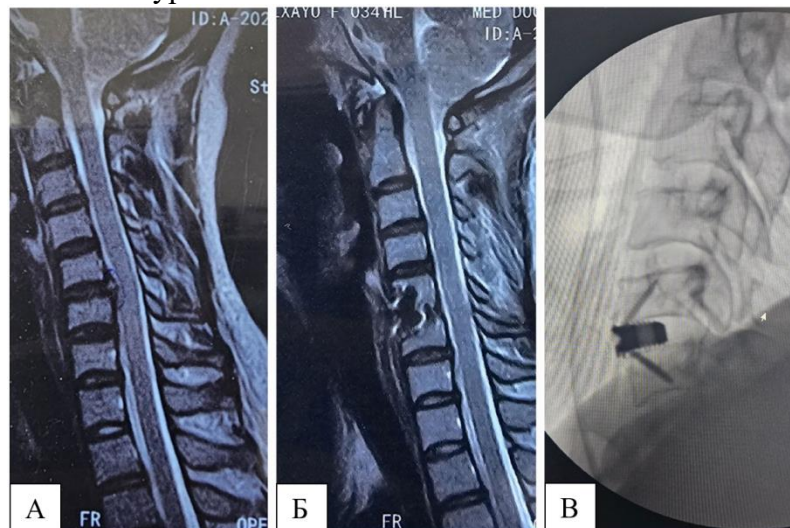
А - Сагитальная срез МРТ исследования. Б – Послеоперационная сагиттальная МРТ исследования. В - Послеоперационный передний рентген с изображением имплантата.
